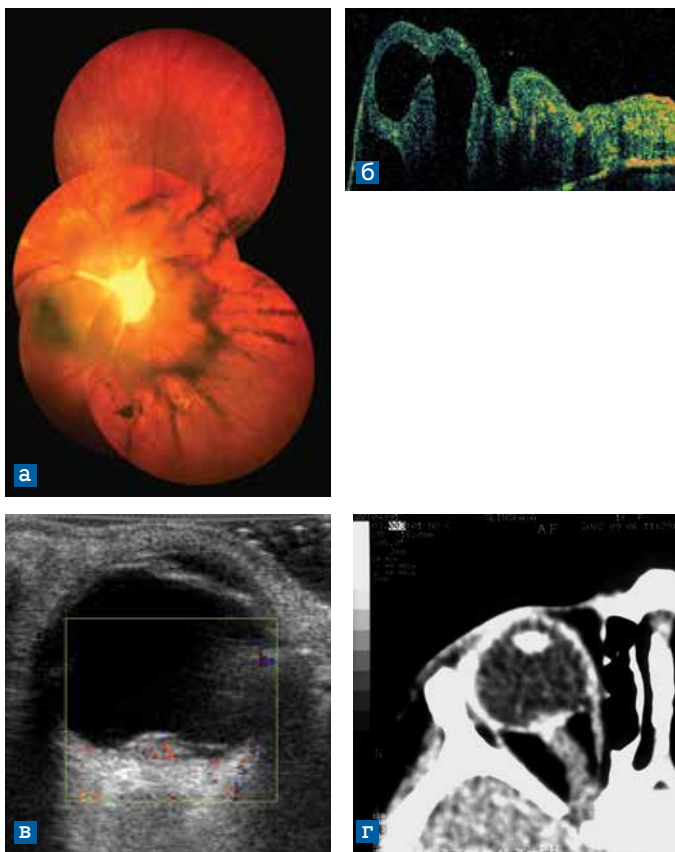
Глазное дно (а) и результаты ОКТ (б), эхографии (в) и КТ орбиты (г) ребенка с комбинированной гамармой пигментного эпителия сетчатки и сетчатки. Острота зрения – 0,05. а) Юкстапапиллярная форма. Проминирующее образование, вовлекающее диск зрительного нерва, перипапиллярную сетчатку и макулу. Тракционная деформация диска зрительного нерва, эпипапиллярные фиброз и глиоз, перифокальные пигментация и атрофия пигментного эпителия сетчатки; б) Нарушение ретинального контура за счет дезорганизации сетчатки, кистозные изменения и включения умеренной и высокой рефлексивности в проекции внутренних и наружных слоев сетчатки; в) Режим цветового доплеровского картирования: проминирующее до 2 мм образование в проекции диска зрительного нерва с признаками активного кровотока и неоднородной экзогенностью (фиброз, кальцинаты); г) Аксиальный срез: образование с включениями кальция в проекции диска зрительного нерва
